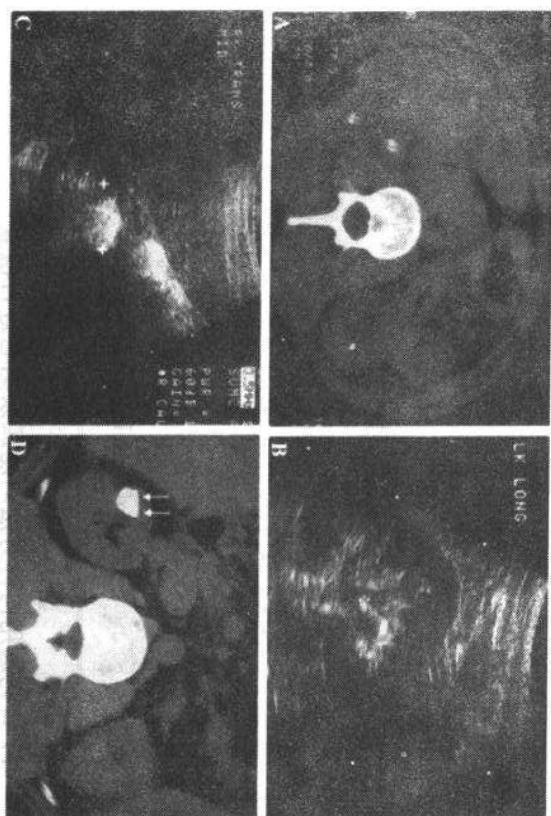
A 非增强CT图像示双肾内高密度区,此为肾结石之所在。B 矢状位超声扫描示左肾下极集合系统内结石影(在+号之间,注意其后方声影),集合系统轻度扩张。C和D, +号之间所显示的强回声区位于此男性病人的右肾上极(C)。非增强螺旋CT图像示这一区域为位于盏内憩室或肾囊肿内的“钙乳”(箭头)
